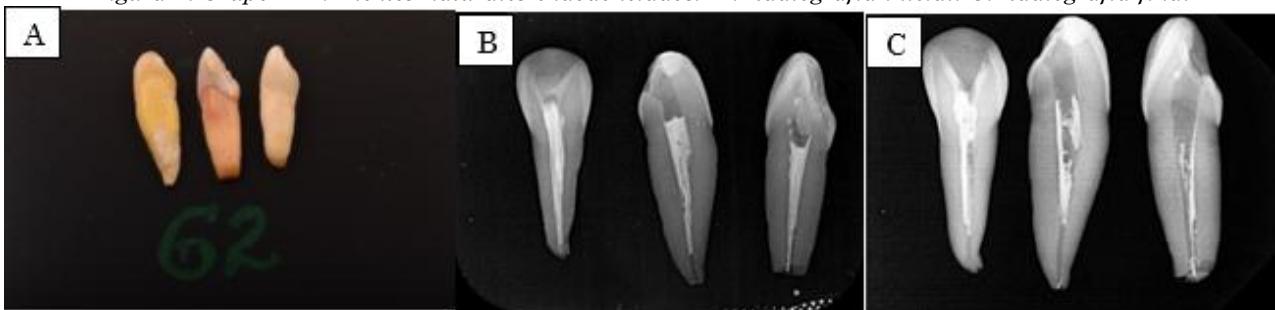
Grupo 2- A. Dientes naturales endodonciados. B. Radiografía inicial. C. Radiografía final
